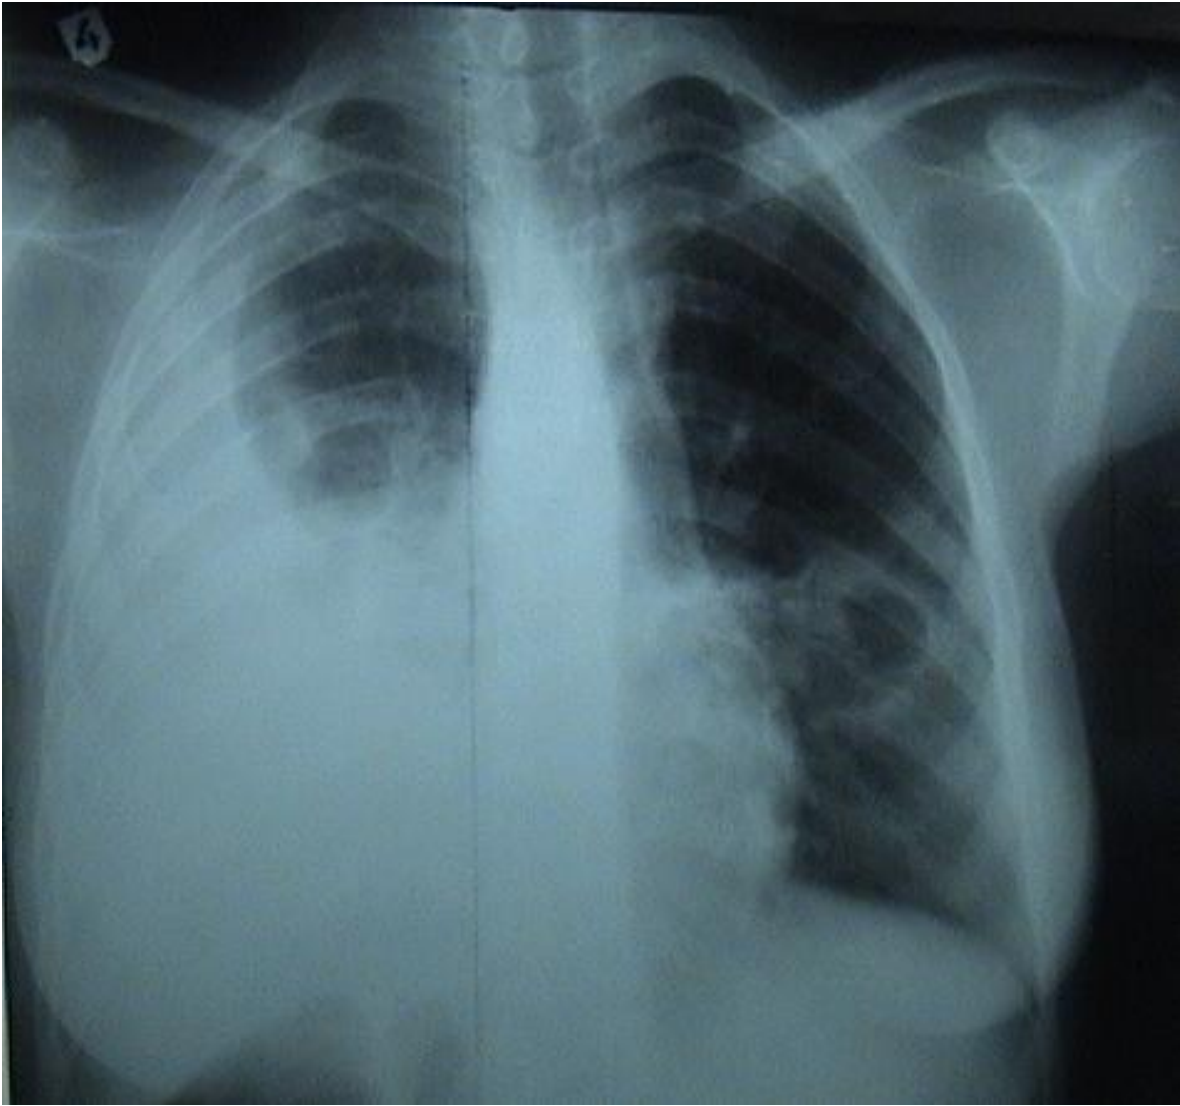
Image radiographique qui montre une pleurésie à droite et une caverne à gauche.
